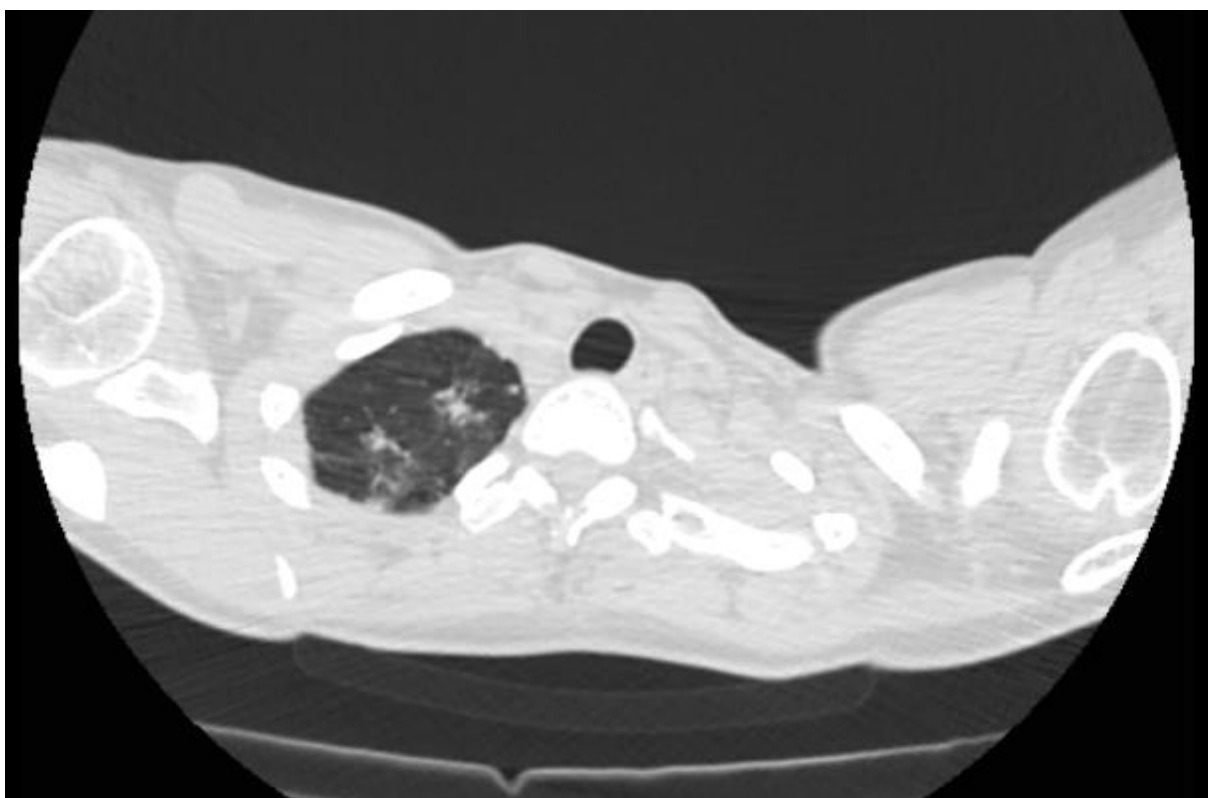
а. Рентгеновская компьютерная томография органов грудной клетки пациентки К. В области верхушек визуализируются несколько очаговых изменений более мелкие расположены по периферии, более крупные – ближе к центру.
